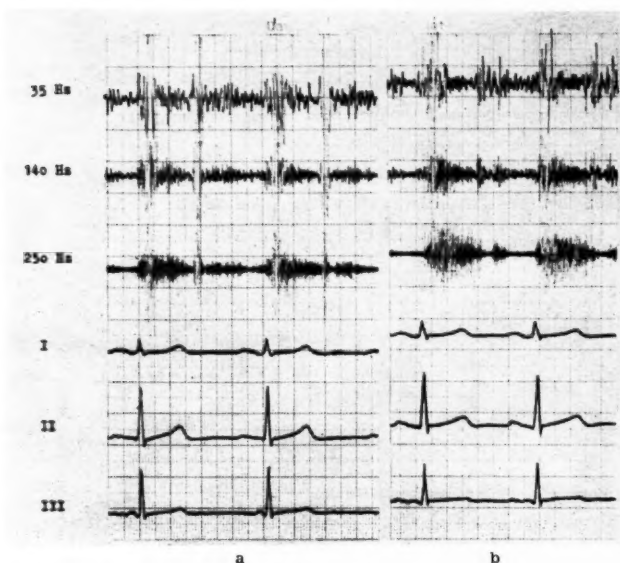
Pkg bei kombiniertem Mitralklappenversagen, vorwiegende Klappeninsuffizienz. Abnahmestelle a) 4. ICR li. parasternal, b) Herzspitze. Hochfrequentes, holosystolisches Geräusch mit punctum maximum an der Herzspitze. Diastolisches Intervallgeräusch, besonders deutlich über der Herzspitze. Angedeutetes prä-systolisches Geräusch.
